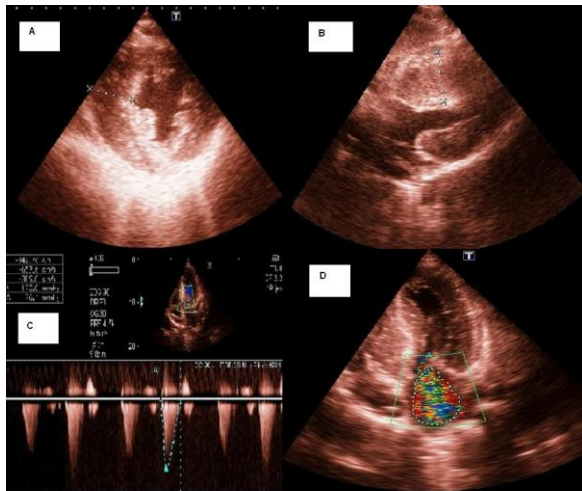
Ecocardiograma transtorácico preoperatorio. (A) porción media del segmento septal que llega a medir 30 mm en vista paraesternal eje corto. (B) vista subcostal donde se observa un grosor de 39 mm en la porción media del tabique interventricular. (C) gradiente dinámico subaórtico de 173 mm de Hg y medio de 76 mm Hg, sin realizar maniobra de Valsalva. (D) turbulencia sistólica en aurícula izquierda con área por doppler color de 11.79 cm², excéntrico y dinámico.
